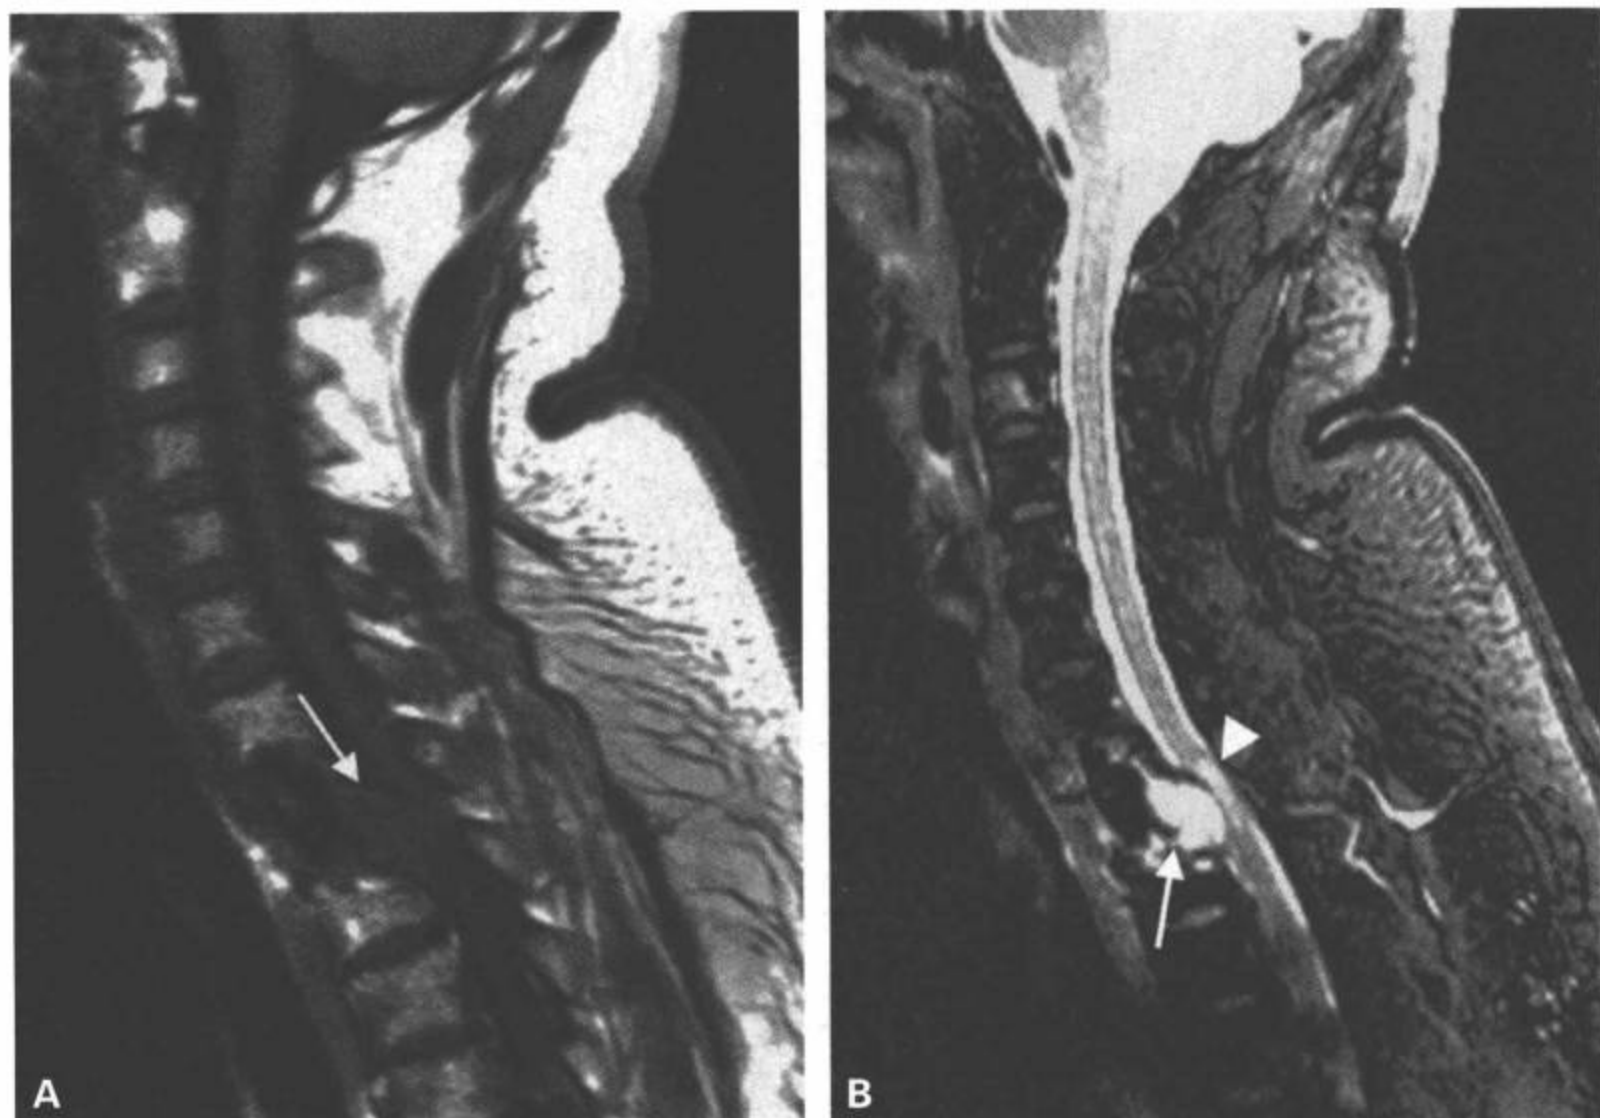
术后积液。病人以前做过颈椎前路椎体次全切除并放置移植物的手术。移植物放置后和拔管前，病人的诱发电位电生理检测发现异常。病人清醒但下肢不能移动。做急诊 MRI，矢状面 T1 加权 (A) 和 T2 加权图像 (B) 显示移植物背侧的积液导致脊髓压迫 (A 和 B 中白箭)。另外，脊髓内明显的 T2 加权信号改变提示脊髓损伤 (B 中白箭)。(续)
